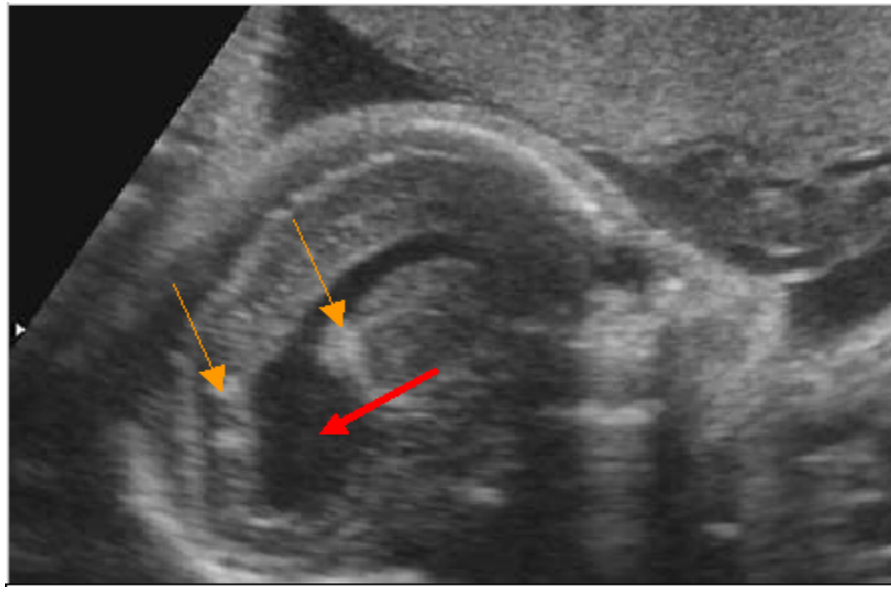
Image échographique montrant des calcifications éparses (Flèche orange) et ventriculomégalie (Flèche rouge) secondaires à une infection à *Toxoplasma gondi*.
